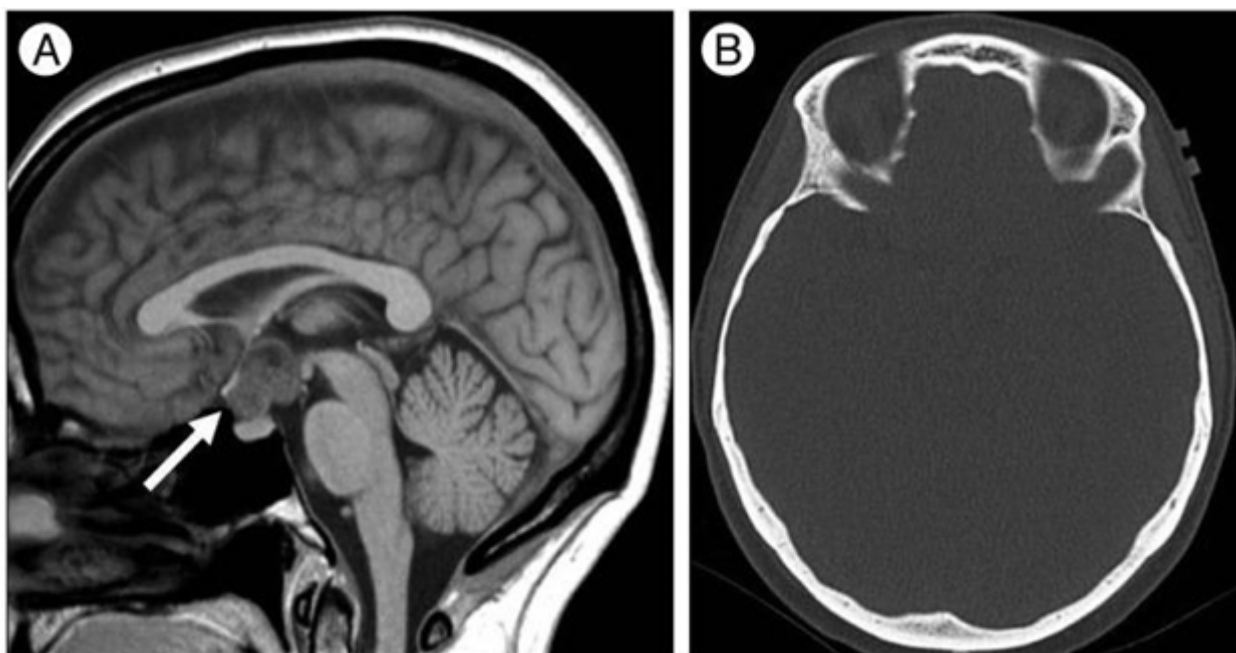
Craniofaringioma do tipo papilar. A: A imagem sagital ponderada em T1 não mostra intensidade de sinal brilhante (seta) na massa selar e suprasselar. B: TC axial sem contraste não mostra alta densidade na massa, indicando calcificação (Fonte: Lee et al., 2016).
